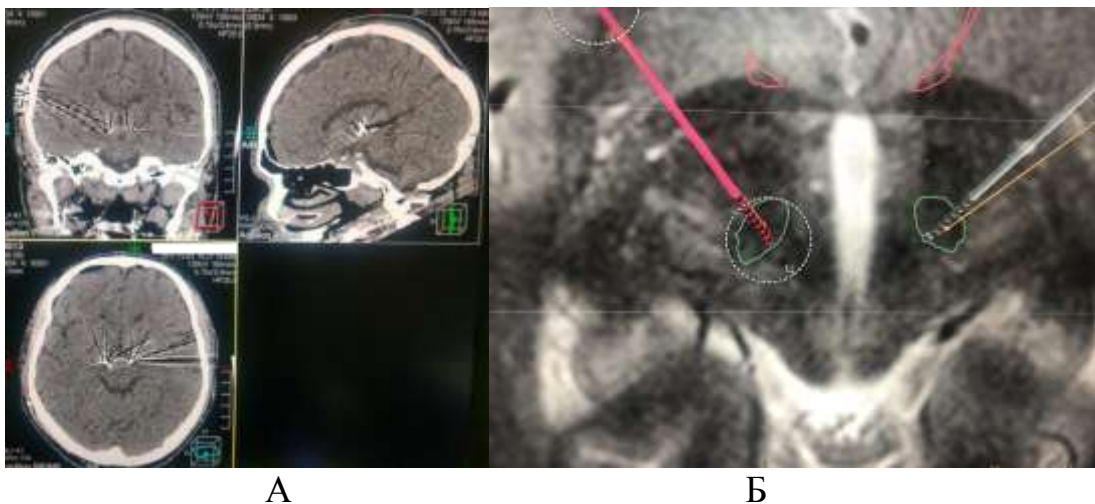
Верифікація внутрішньомозкових електродів у STN обох півкуль головного мозку хворого Т.: А – КТ наступного дня після операції; Б – поєднання КТ-зображень з планом операції на основі МР-зображень
